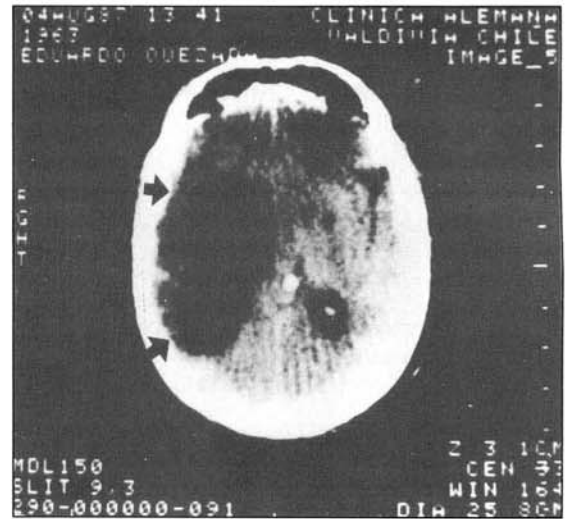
Tomografía computarizada mostrando cisticercos racemosos de localización parenquimatosa (➤)
